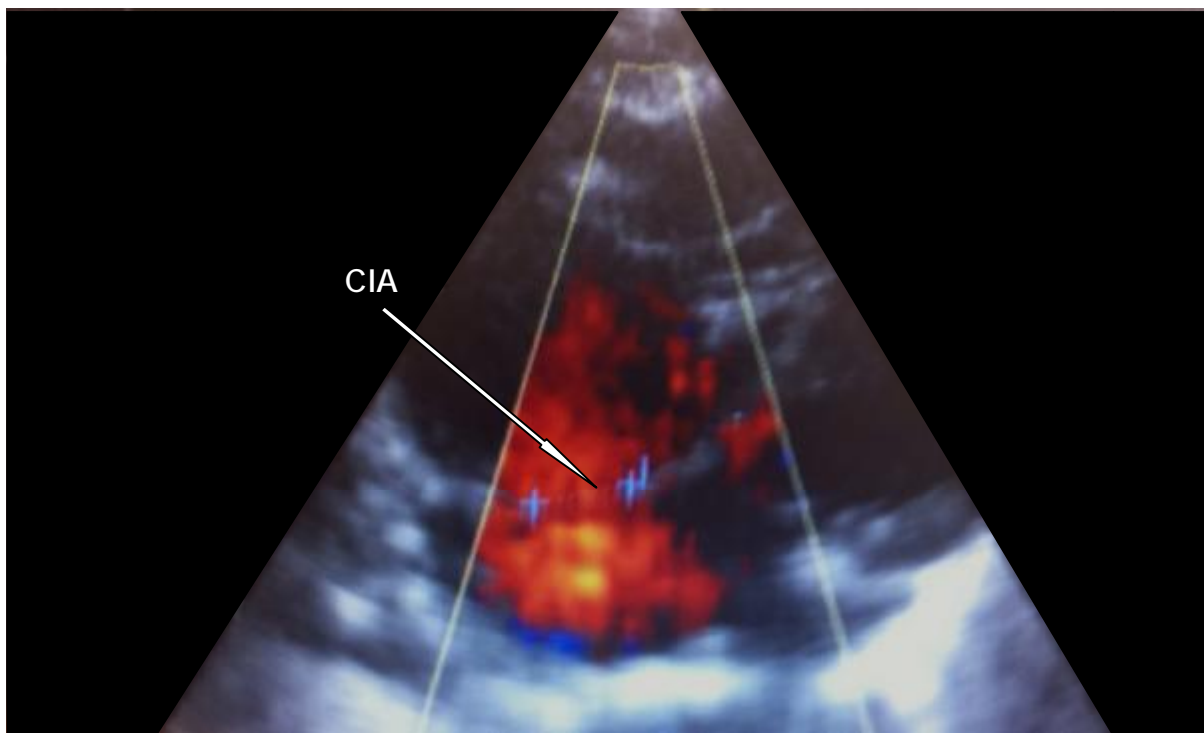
coupe sous-costale en doppler couleur montrant la CIA ostium secundum shuntant gauche -droite
